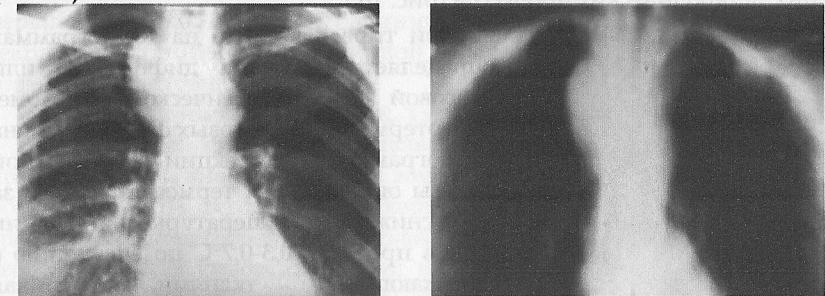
Загрудинный зоб (рентгенограмма).
